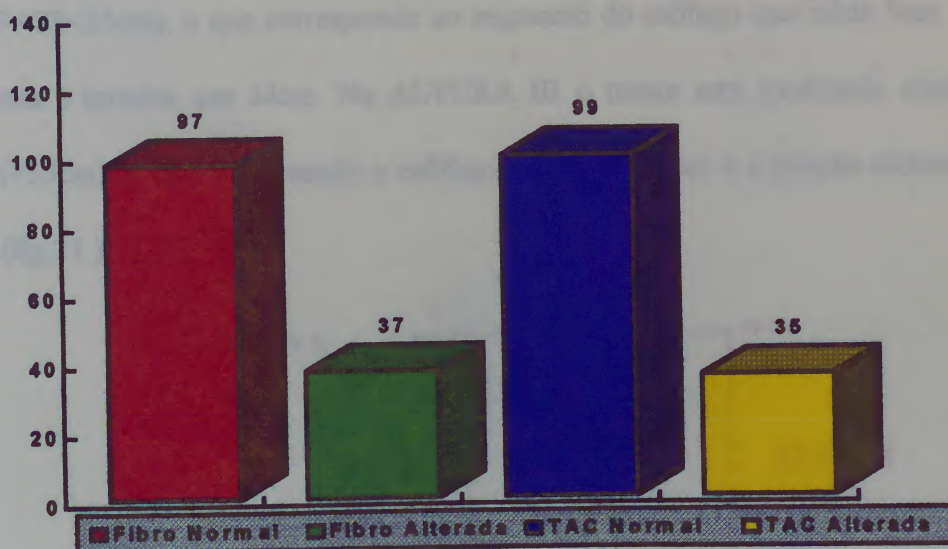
Frequência de fibro e TAC normais e alteradas (compressão, deslocamento ou invasão), nos 134 pacientes estudados.*
